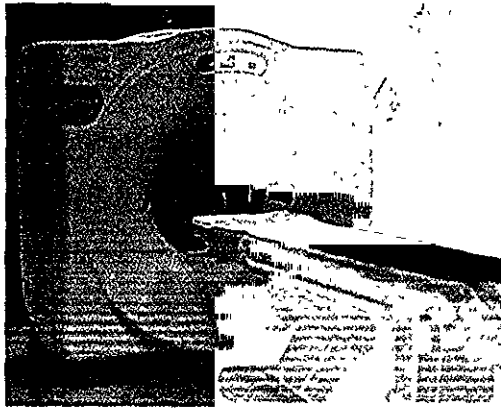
Durante la década de los 90 s se introdujo la nueva generación de tomografía basada en la rotación continua del tubo de rayos X y el desplazamiento conjunto de la mesa denominado TAC helicoidal.
